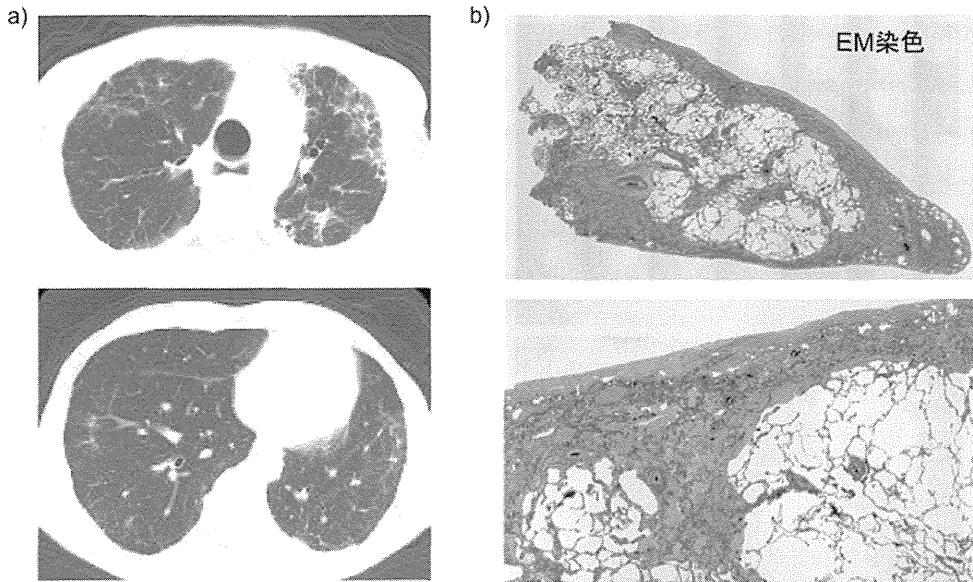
症例1の胸部CT所見a)およびElastica masson(EM)染色による外科的肺生検組織b).
